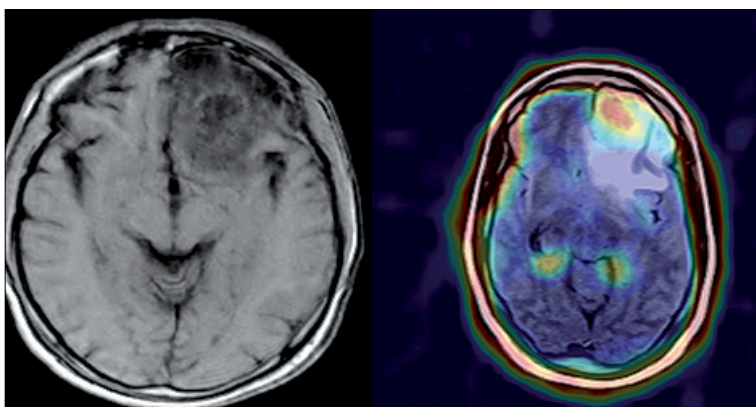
T1 weighted MRI simple skull and brain SPECT 99mTc-MIBI. Pre-operative.
